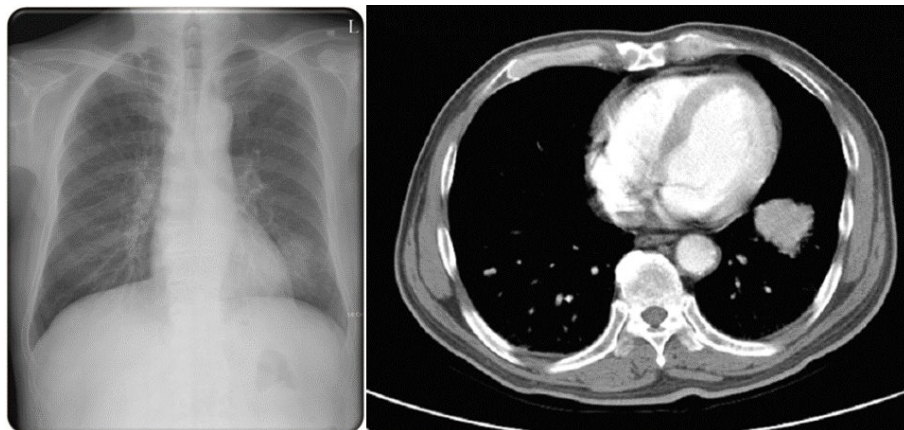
Chest X-ray & CT.
